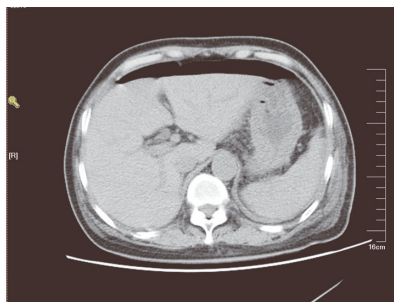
CT 检查显示膈下游离气体,提示小肠穿孔
